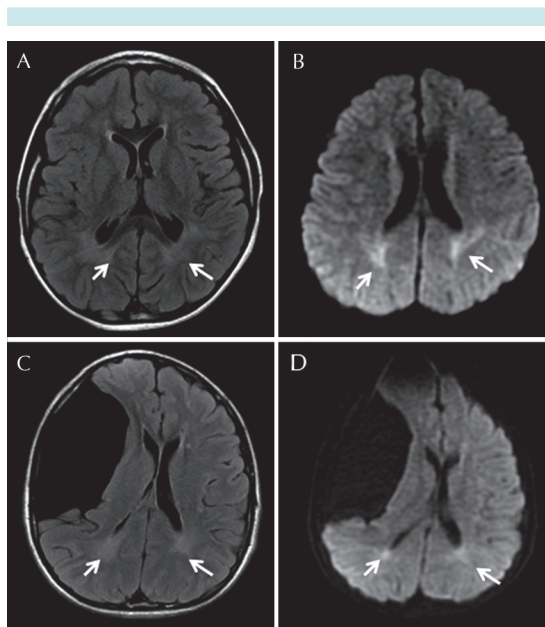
Resonancia magnética cerebral, corte axial en T2-Flair y difusión, pacientes con fenilcetonuria clásica. A) Niña de 12 años de edad, imagen axial T2-Flair. Las flechas blancas muestran hiperintensidad de la sustancia blanca peritrigonal simétrica. B) Mismo paciente en difusión: restricción a la difusión de lesiones. C) Niño de 15 años de edad con hiperintensidad en sustancia blanca peritrigonal en T2-FLAIR. D) Se demuestra la restricción a la difusión en las lesiones.
